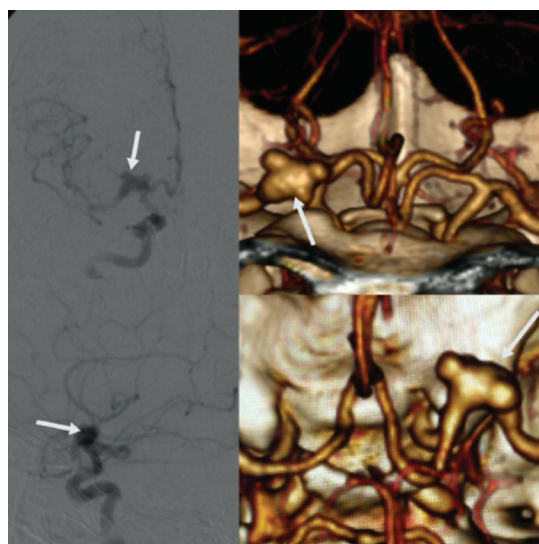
Angiotomografía en 3D y angiografía cerebral preoperatorias (flechas blancas)
